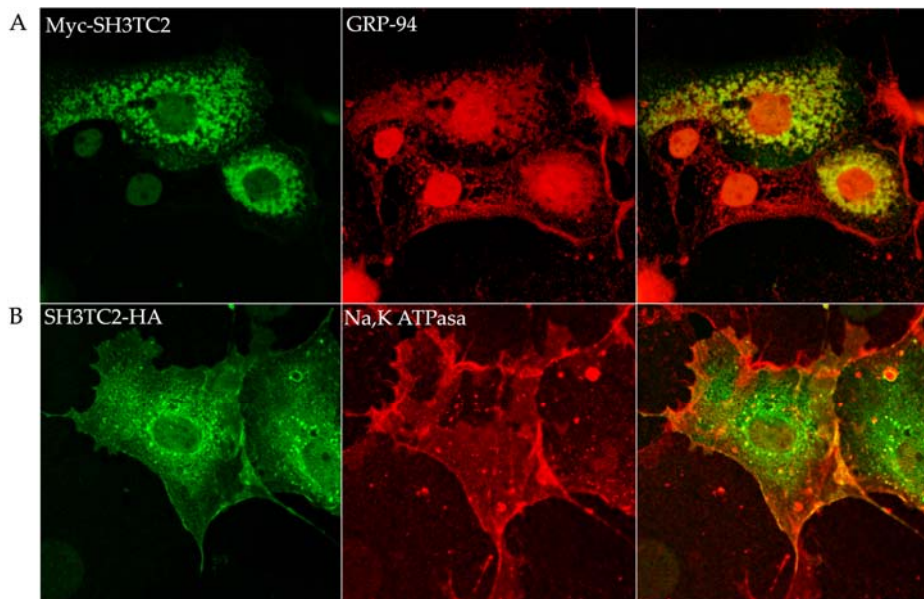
Localización celular de SH3TC2. Las células COS-7 transfectadas con Myc-SH3TC2, se inmunodetectaron con el anticuerpo anti-c-Myc y anti-GRP-94 (A), mientras que las células transfectadas con SH3TC2-HA, se inmunodetectaron con anti-HA y anti-Na,K ATPasa (B). La detección de -Myc y -HA se muestra en el canal verde, mientras que los marcadores de orgánulos (GRP-94 y Na,K ATPasa) en el canal rojo. En el panel derecho se muestra la colocalización, mediante la superposición de las imágenes obtenidas con los diferentes canales.
